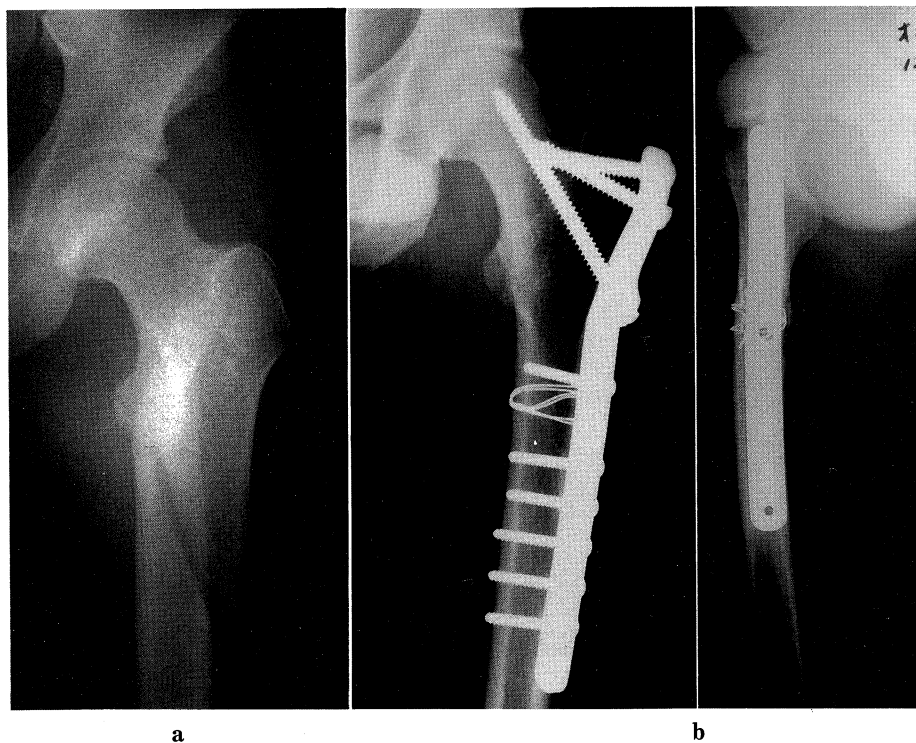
Case 6. (a) Preoperative roentgenogram showing the Type 3 fracture. (b) Postoperative roentgenograms of the anterior-posterior and lateral views. Plate fixation was done after the preliminary fixation for the subtrochanteric fracture using the Lambotte wire.
